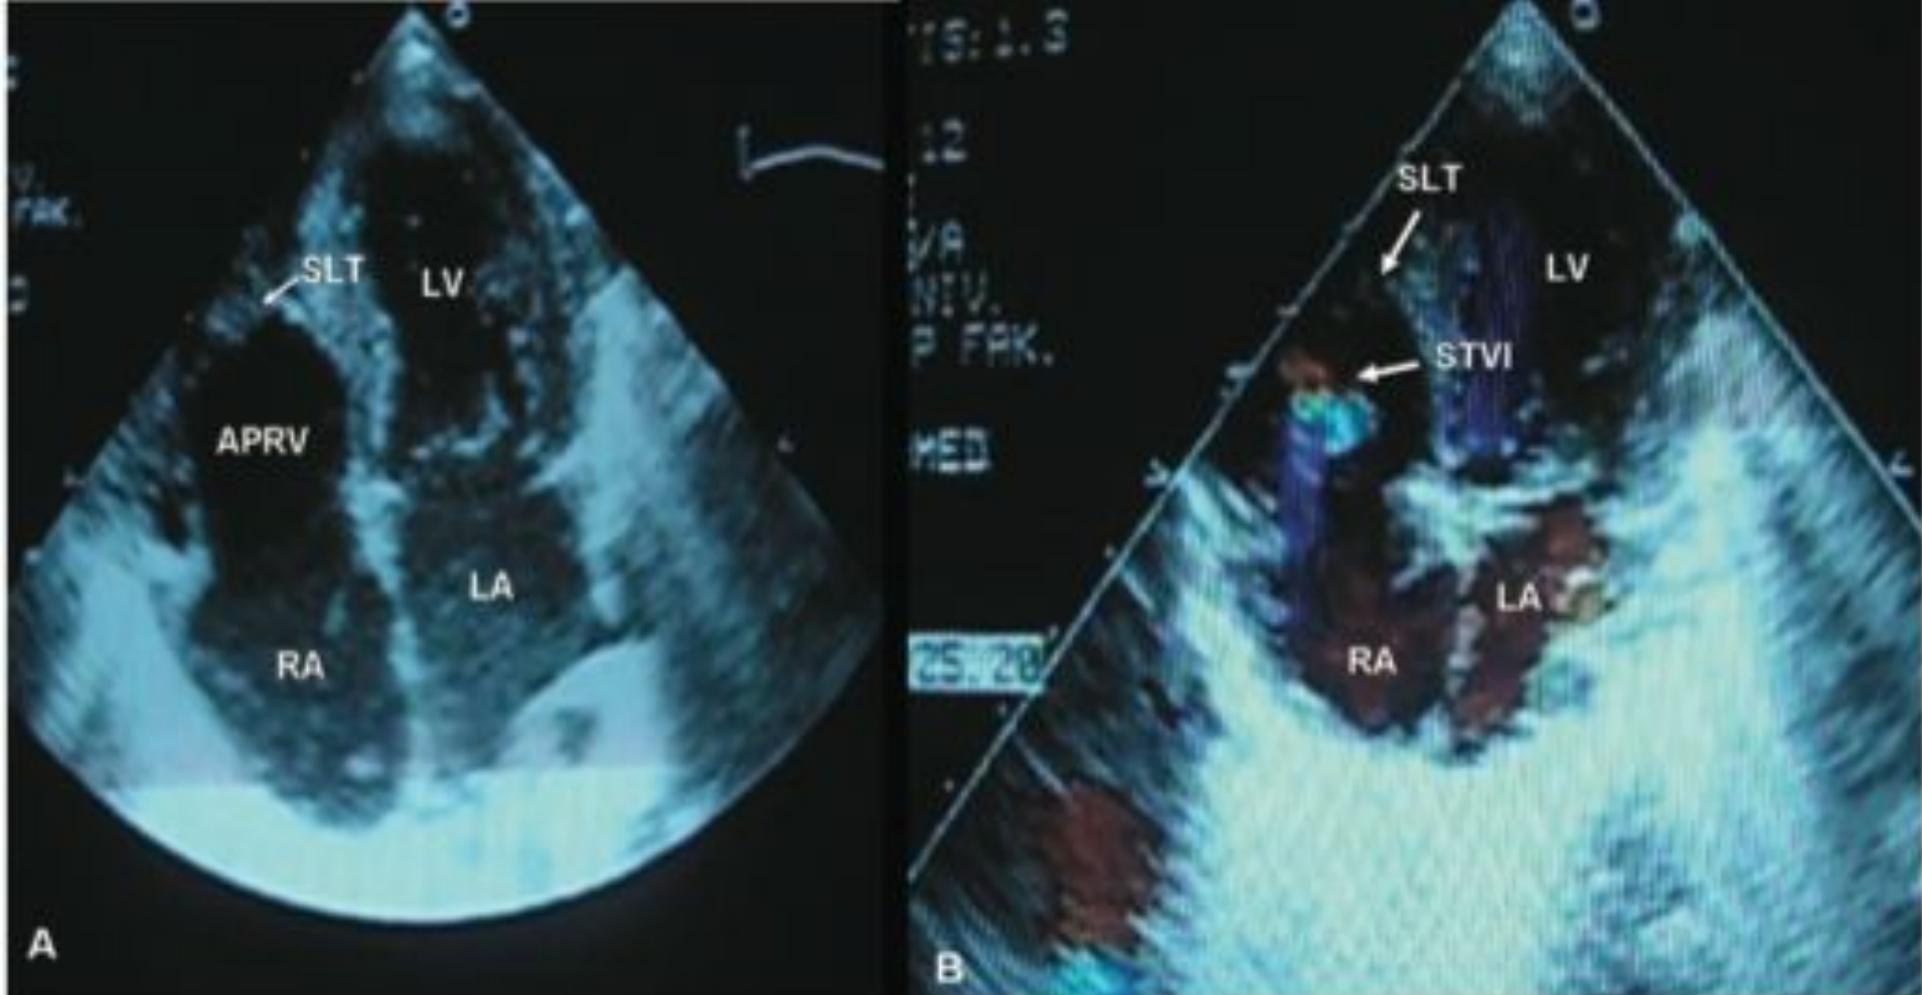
(A) Two-dimensional echocardiography showing severe Ebstein's anomaly with large atrialization of right ventricle; and (B) color Doppler echocardiography showing severe tricuspid valve insufficiency. APRV=atrialized portion of right ventricle; LA=left atrium; LV=left ventricle; RA=right atrium, SLT=septal leaflet of tricuspid valve.
